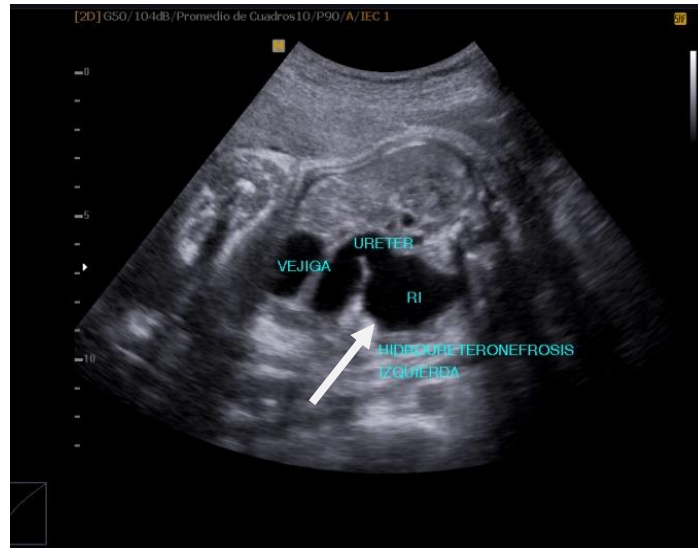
Ecografía a las 37 semanas de gestación. Dilatación pielocalicial (flecha), riñón izquierdo con dilatación pielocalicial de 29mm.
